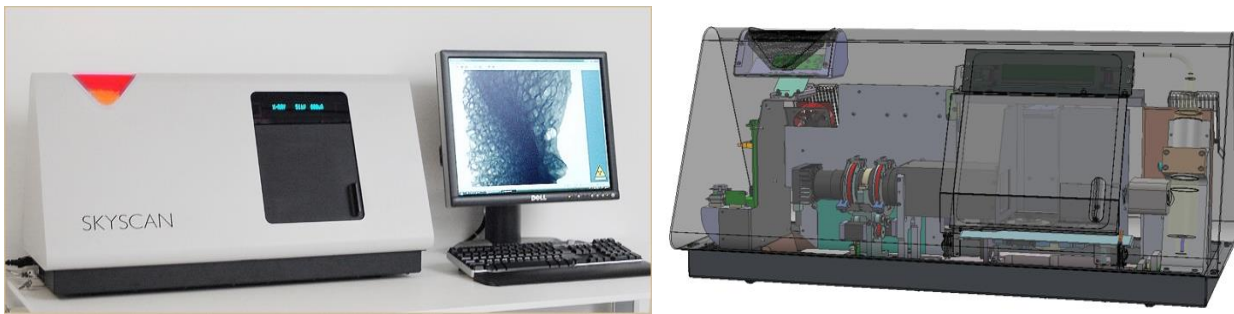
microtomografia BrukerSkyscan1174: a) sorgente di raggi X con micro focus; b) alloggiamento del campione; c) camera CCD.
